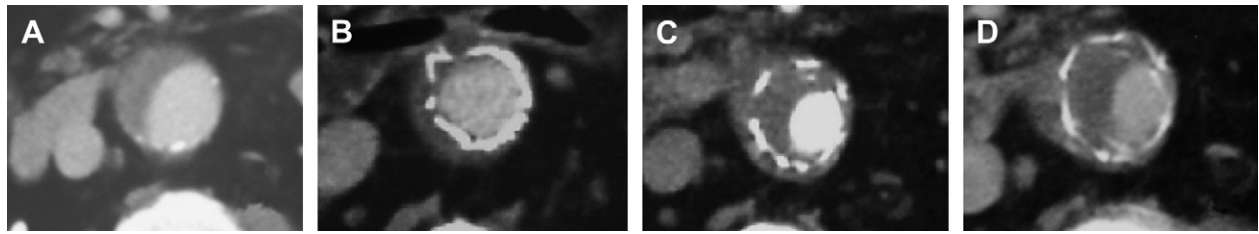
(A) Tomografía computarizada preoperatoria. (B) Se observa un trombo mural intrainjerto a los 6 meses de seguimiento. (C, D) El área del trombo es mayor en la revisión a los 12 y a los 24 meses.
